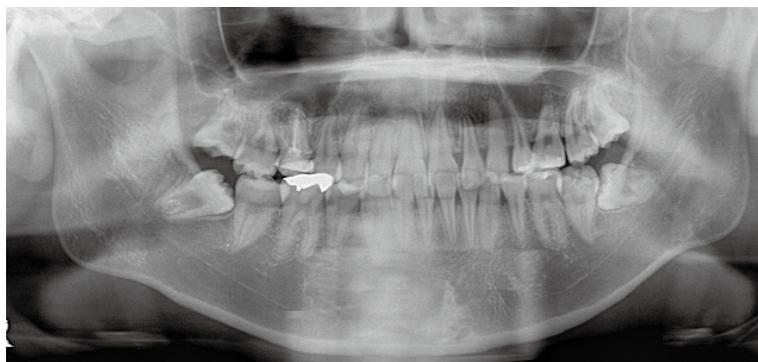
Pantomography X-ray taken one year after orthodontic treatment maintenance
